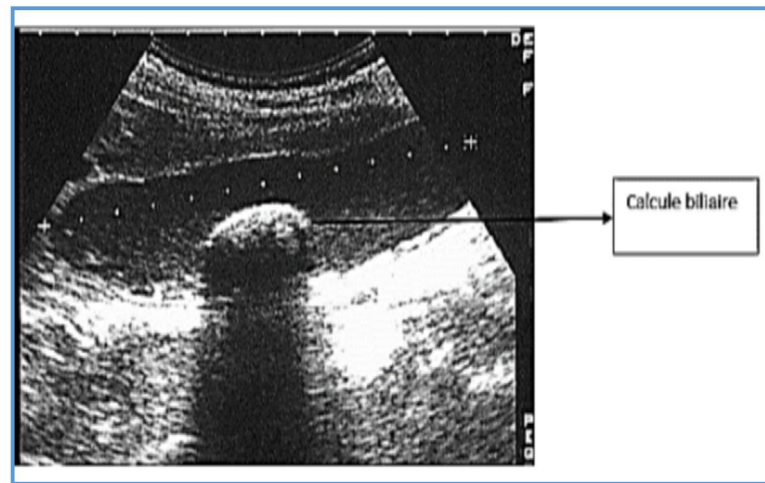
Échographie d'un calcul avec ombre postérieure (AYMARD, 2010).
